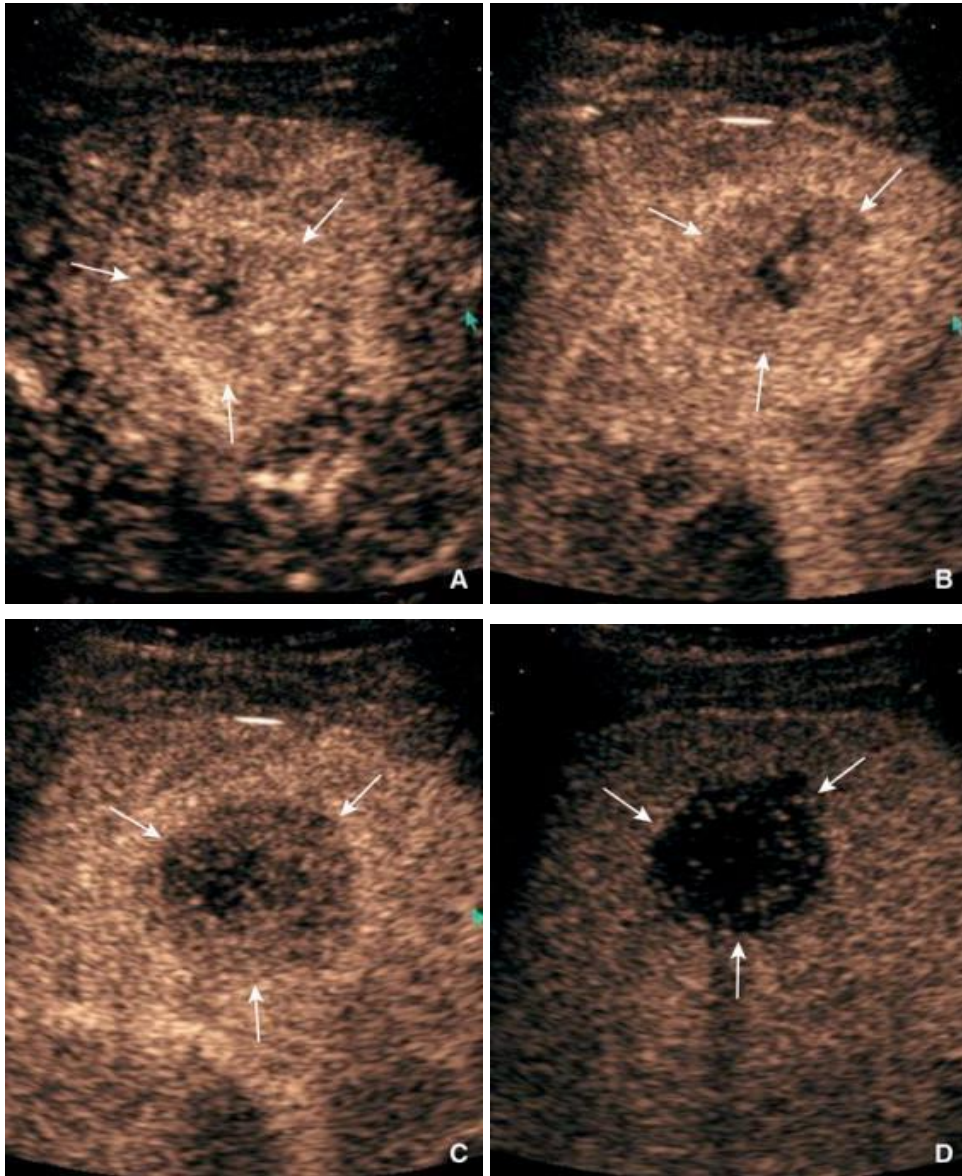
Métastase hépatique de cancer colique en échographie après injection de produit de contraste. Celle-ci se réhausse en périphérie précocement après injection puis est le siège d'un wash-out (après 45 secondes). La lésion apparaît alors hypoéchogène 2 mins après injection. [47]
